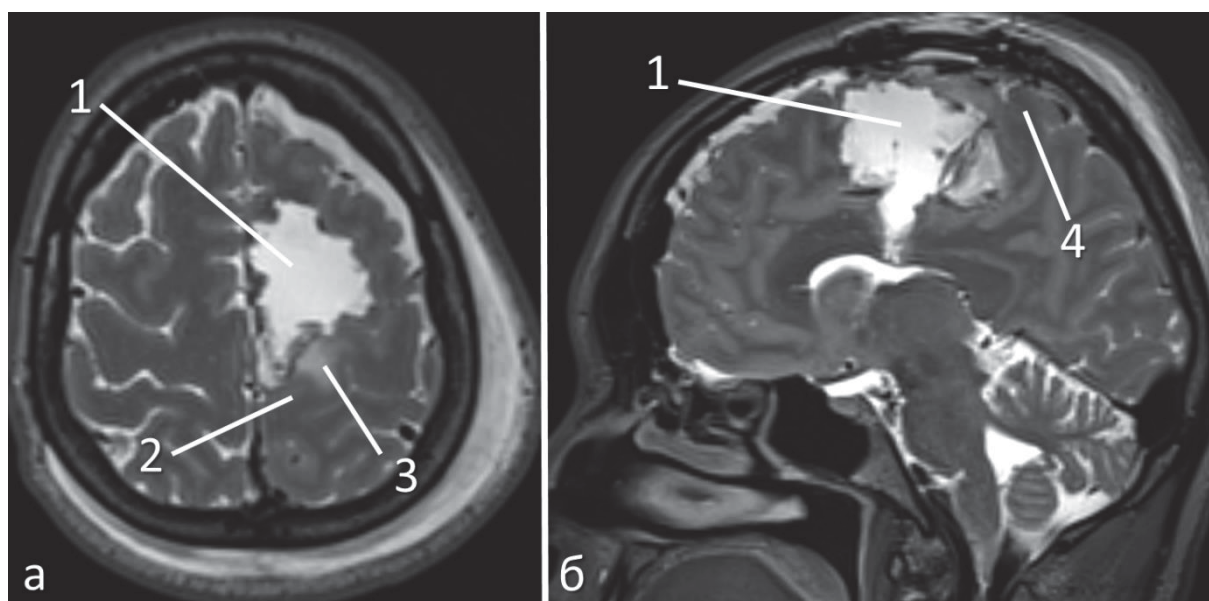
МРТ головного мозга пациентки через 12 часов после удаления анапластической олигодендроглиомы (grade 3) левой лобной доли: а – изображение в режиме T2, аксиальная проекция; б – изображение в режиме T2, сагиттальная проекция; 1 – ложе удаленной опухоли; 2 – прецентральная извилина; 3 – остаточная ткань опухоли; 4 – парацентральная долька
